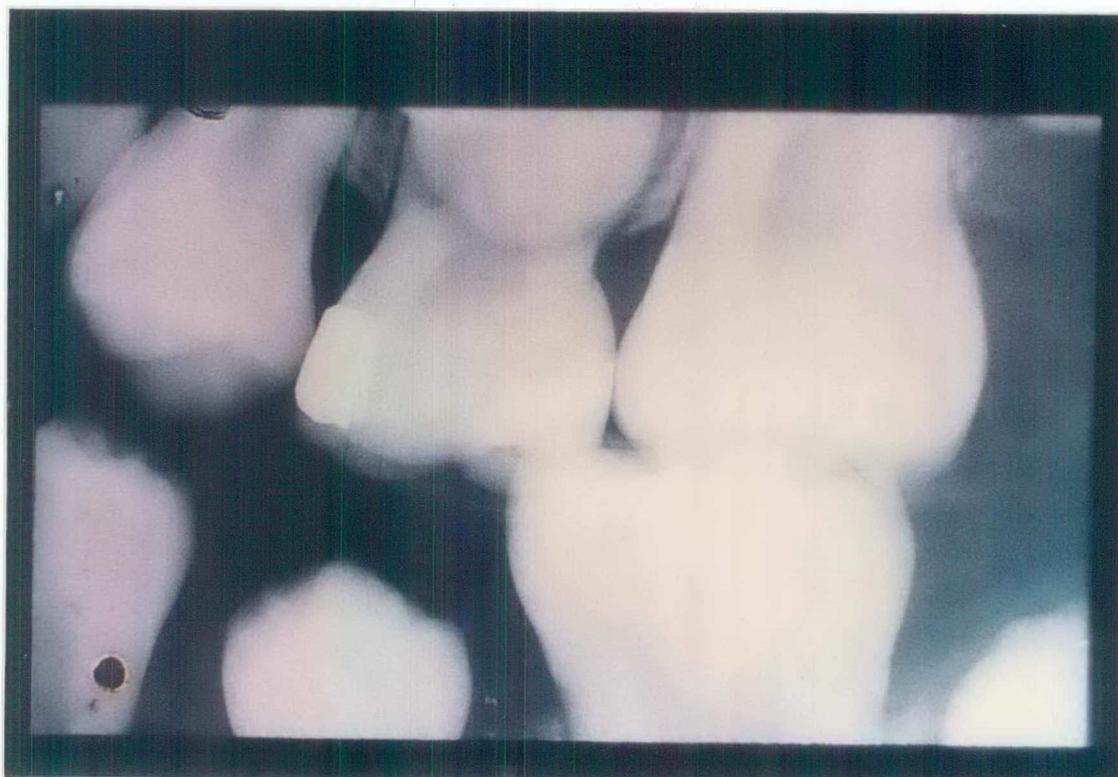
Radiografia de controle aos 6 meses da restauração apresentada na figura 10 (D-65).
